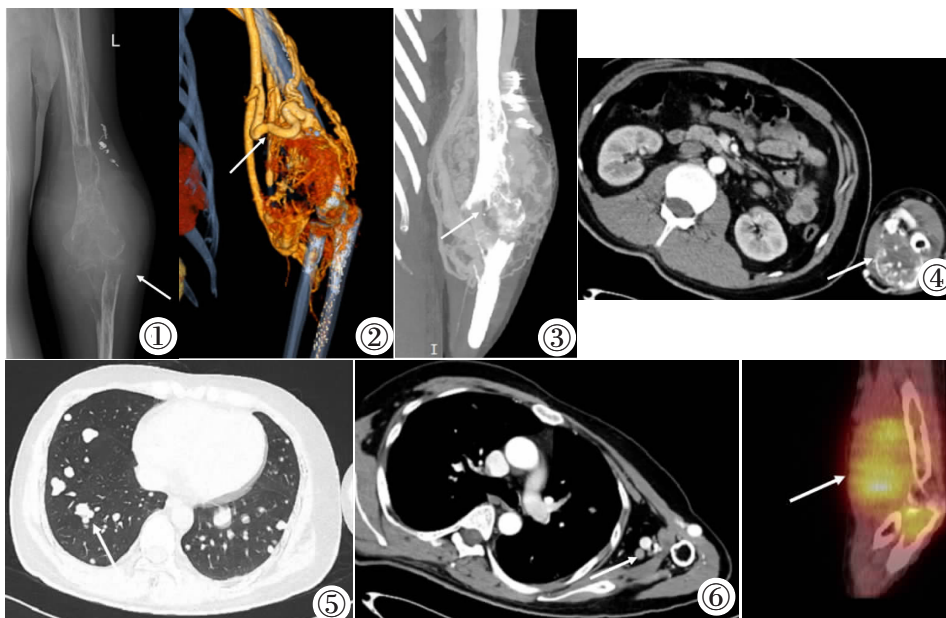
X 线片示左侧肘关节旁软组织肿胀, 密度不均, 左肱骨下段、尺桡骨上段骨质破坏。图 2~4 CTA 示左肘周围团块状异常强化区内可见粗大供血动脉, 肱骨远端及尺骨鹰嘴虫蚀状骨质破坏(箭头)。
